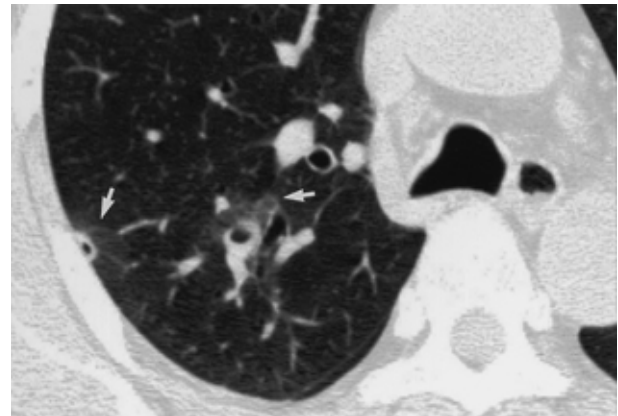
Hemorrhagic metastasis in a 72-year-old man with a malignant hemangioendothelioma. Axial CT shows cavitating nodule with surrounding areas of ground-glass opacity (arrows) The areas of ground-glass opacity are due to hemorrhage around the metastatic nodules.
